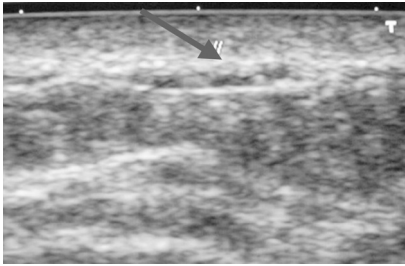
Ecografía en la que se señala una tromboflebitis mamaria (flecha).
